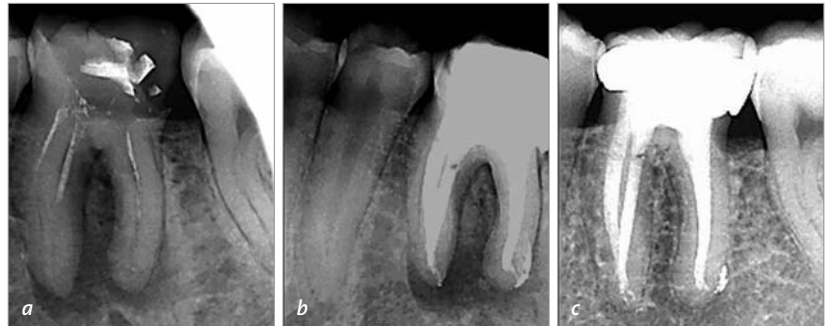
Zahn 36 mit starkem Zerstörungsgrad und medikamentöser Einlage, großer apikaler und riesiger interradikulärer Parodontitis (a). Röntgenkontrolle unmittelbar nach WF (b) und nach fünf Jahren mit vollständiger Ausheilung (c).
